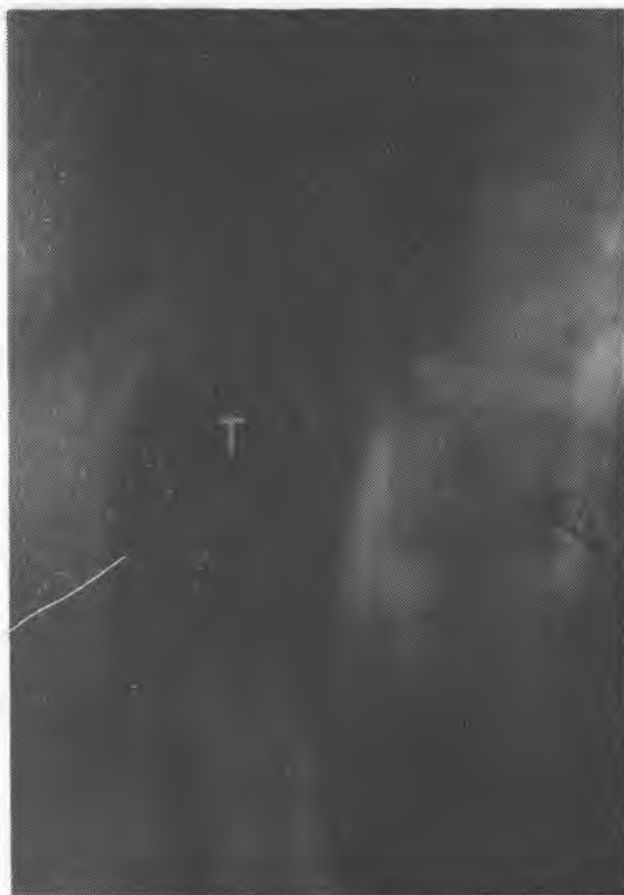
Odma zaotrzewnowa; na zdjęciu tomograficznym widoczny kształt nadnercza charakterystyczny dla guza rdzenia (T); N — nerka
